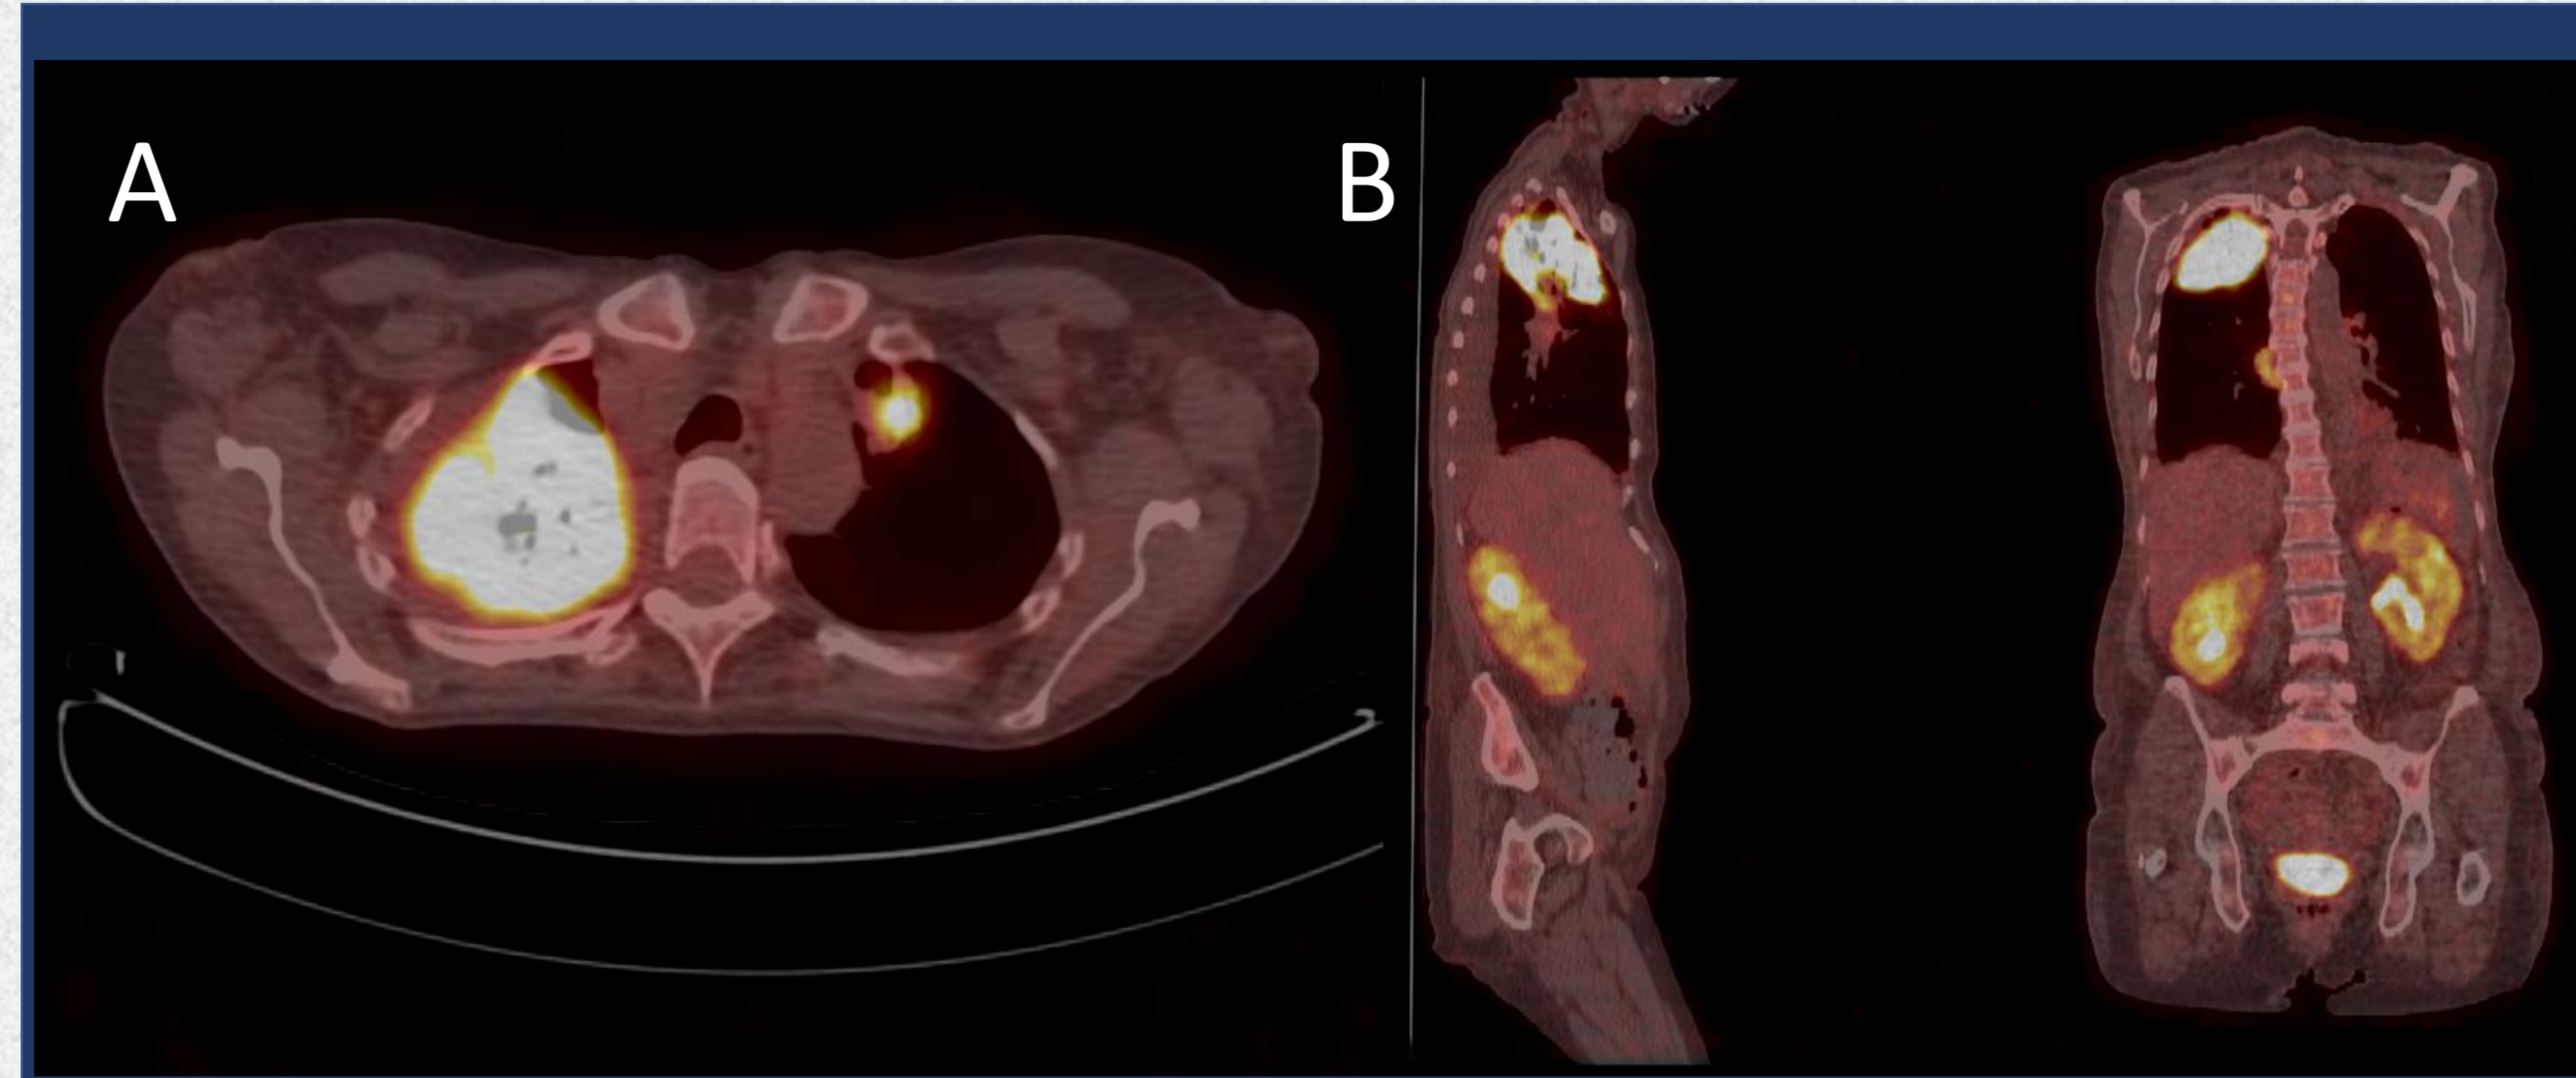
Coupe axiale de TEP/CT montrant des lésions hypermétaboliques au LSD et à l'apex G (A). Coupe sagittale et coronale montrant des lésions hypermétaboliques au LSD, en rétrohilaire droit et un hypermétabolisme diffus des cortex rénaux (B).
